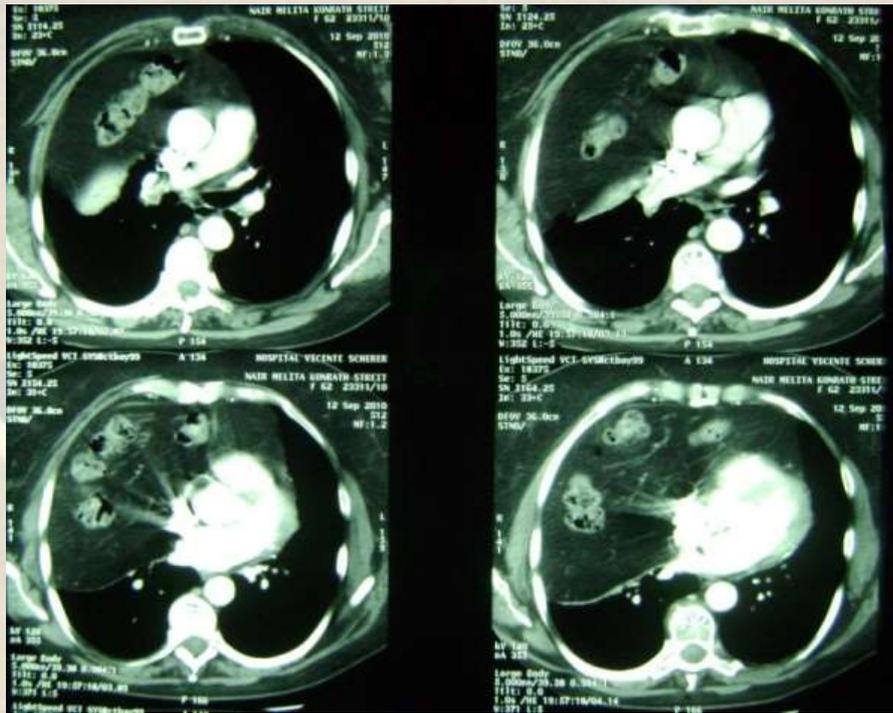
Tomografia computadorizada evidenciando alça de colón na cavidade torácica.
